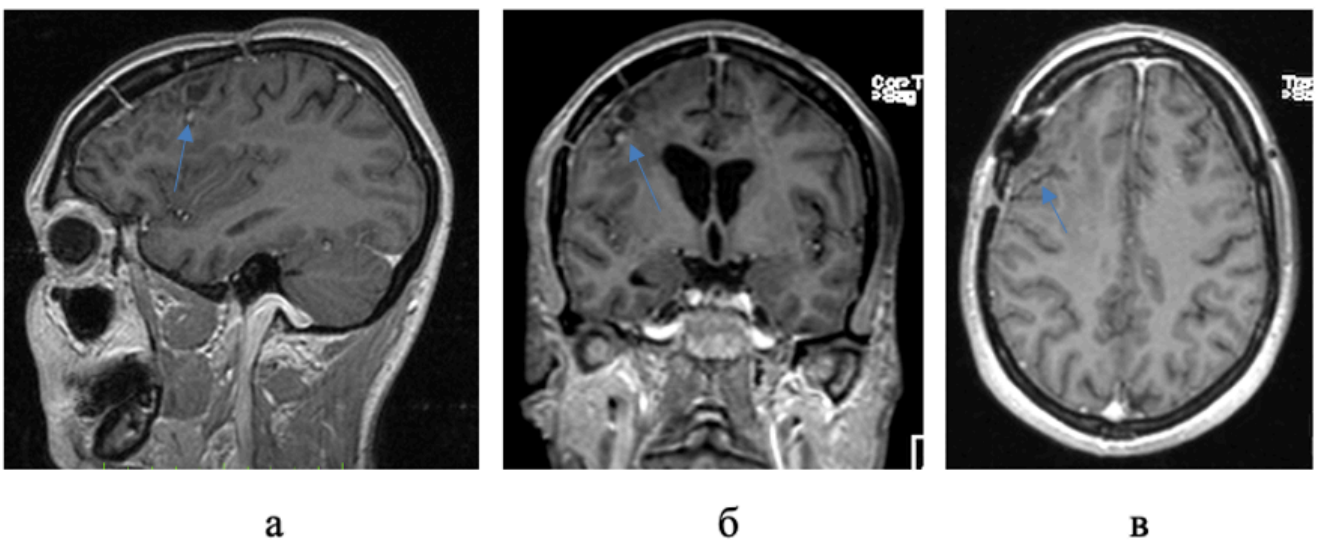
МРТ головного мозга с контрастным усилением, после 8 циклов ХТ темозоломидом (24.01.2018г.): а – сагиттальная проекция, б – коронарная проекция, в – аксиальная проекция. Накопления контрастного вещества не наблюдается. Полный ответ на терапию
